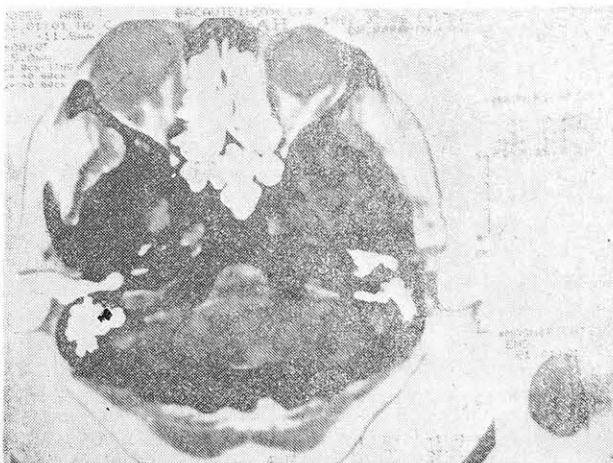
Томограмма головного мозга (срез орбит) больной Ф., 67 лет. Определяется опухолевый узел в левой орбите (менингиома). Оперативное подтверждение.
